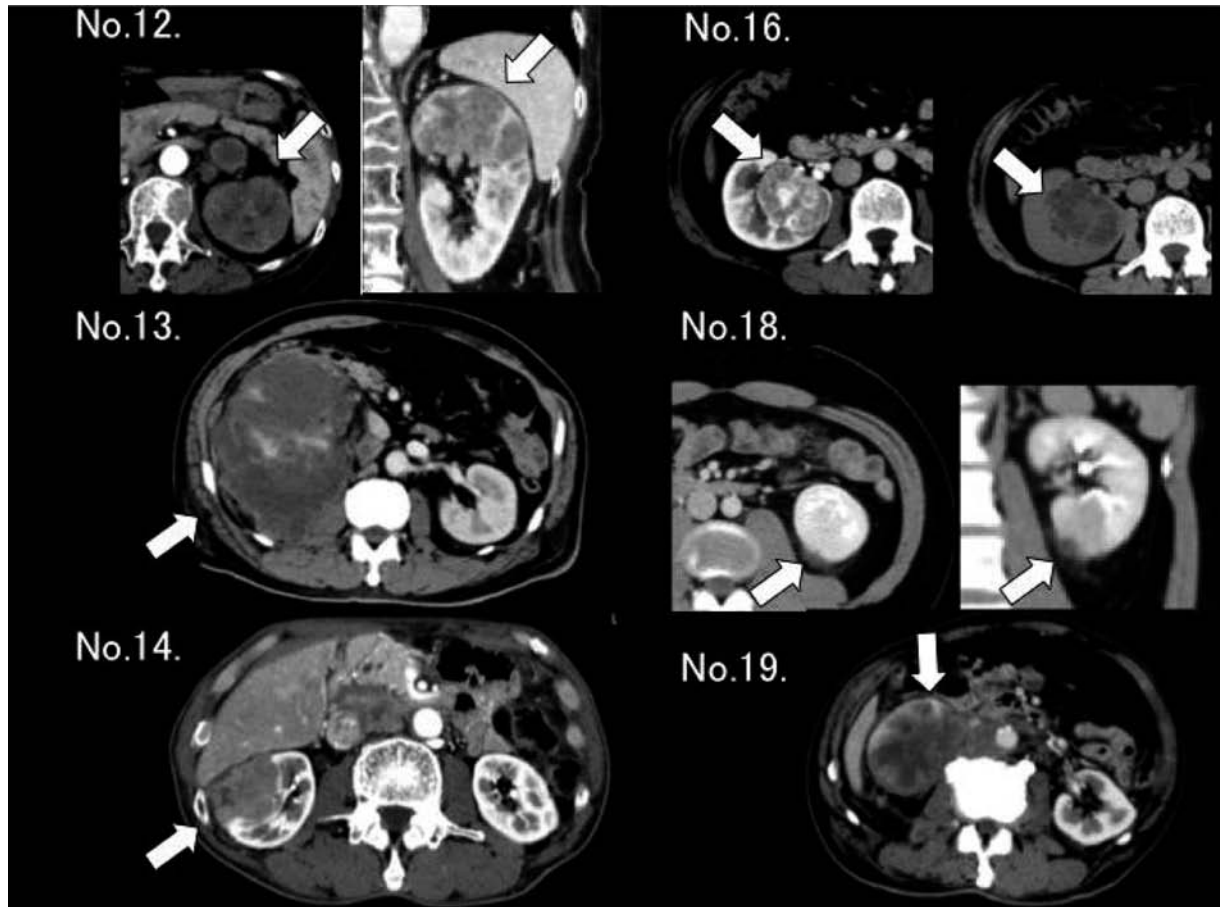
Enhanced abdominal CT finding (arrow: tumor). The diagnosis of renal tumors by needle biopsy were different from that made by CT findings. Pathological diagnosis by needle biopsy; No 12 urothelial carcinoma, No 13 undifferentiated sarcoma, No 14 no malignancy (No 14 was diagnosed as renal cell carcinoma retrospectively.), No 16 renal cell carcinoma, No 18 chronic inflammation, No 19 collecting-duct carcinoma.
